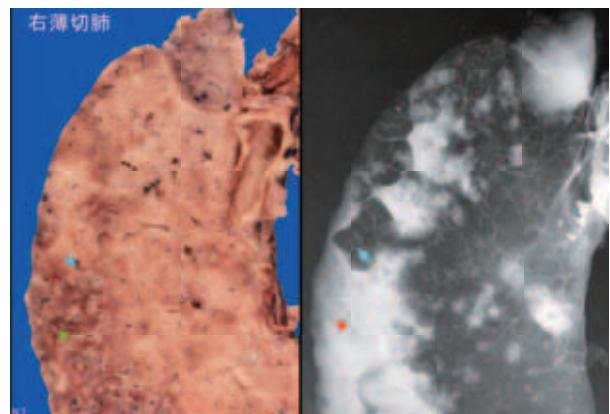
結核性肺炎の標本像（左）と同X線像（右）
